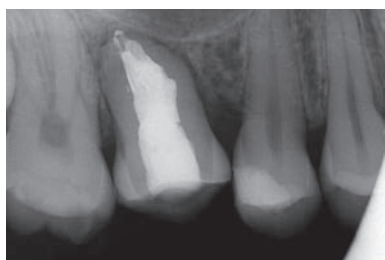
Контактная рентгенограмма трансплантированного зуба после окончательного эндодонтического лечения.
